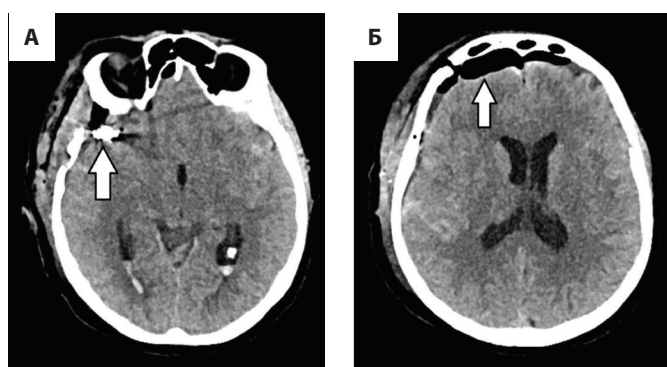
КТ головного мозга от 19.12.2022 г. пациентки Б. после операции. Сохраняется кровь в нижних рогах боковых желудочков. Пневмоцефалия.
